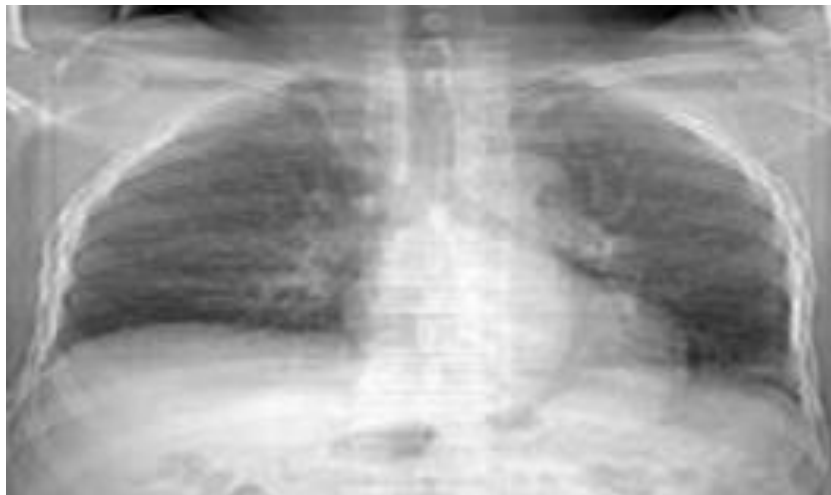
Radiographie Thoracique de face, adénopathies hilaires bilatérales.
